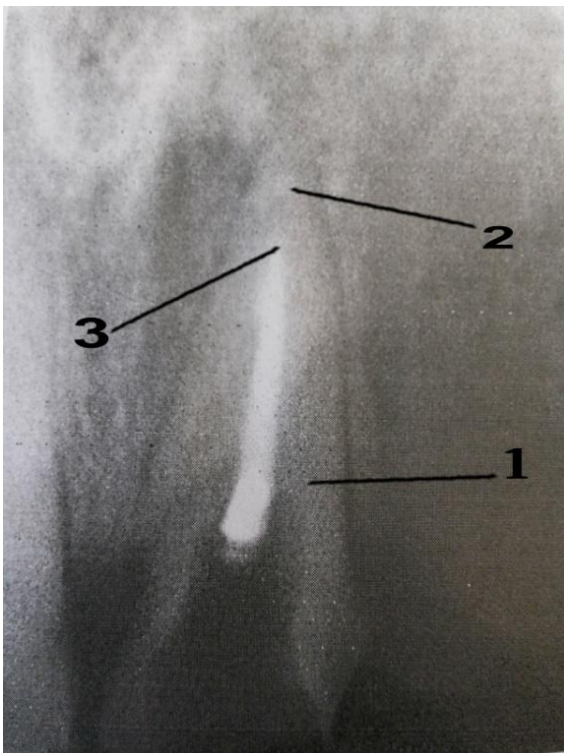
Тот же больной. Внутриротовая прицельная рентгенограмма
